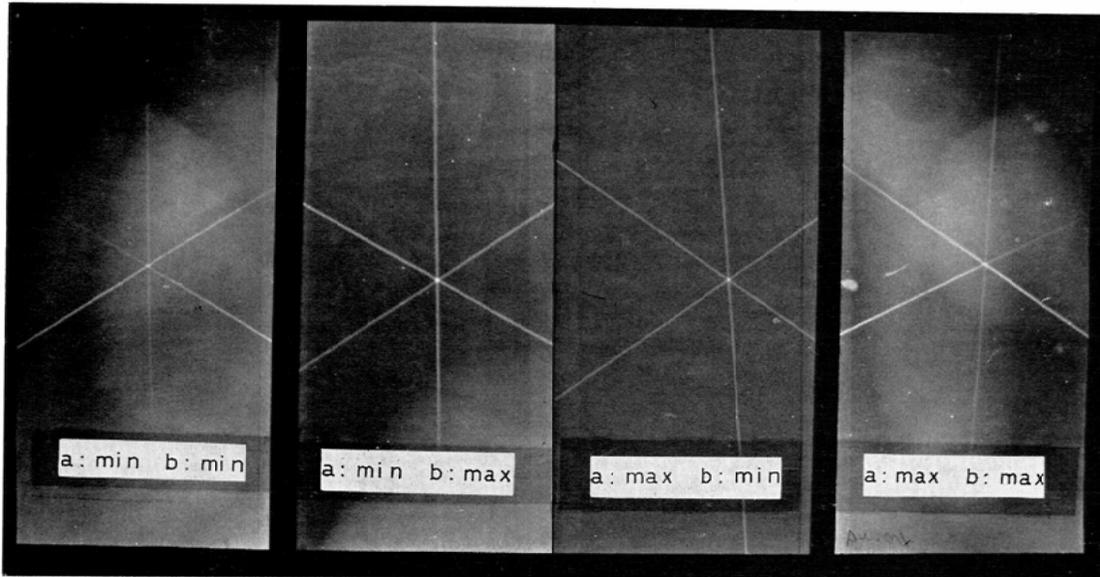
X-ray tube focus and axes of rotation of two disks must be aligned well, and furthermore, X-ray tube and disc TB must move along this line accurately. This is how they should be adjusted. Assume that distance between tube focus and rotary disk TA be a, and distance between two rotary axes be b. Fix x-ray tube and rotary disk TB at following respective position: A) a: minimum b: minimum, B) a: minimum b: maximum, C) a: maximum b: minimum, D) a: maximum, b: maximum, and take radiograms of pin standing on disk TA. This shows that equipment is properly adjusted when all x-ray images of pin concentrate at one point.
